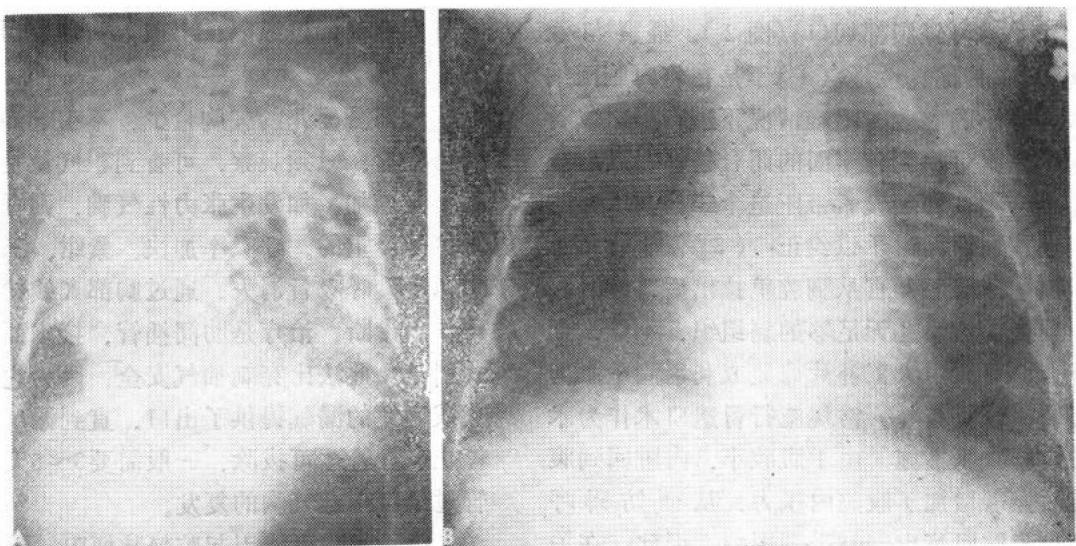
A. 生后12小时男婴，患Bochdalek膈疝，X线片示左胸有充气之肠管，纵隔显著右移，压迫右肺。B. 同一病儿，生后10个月，示两肺完全扩张。
